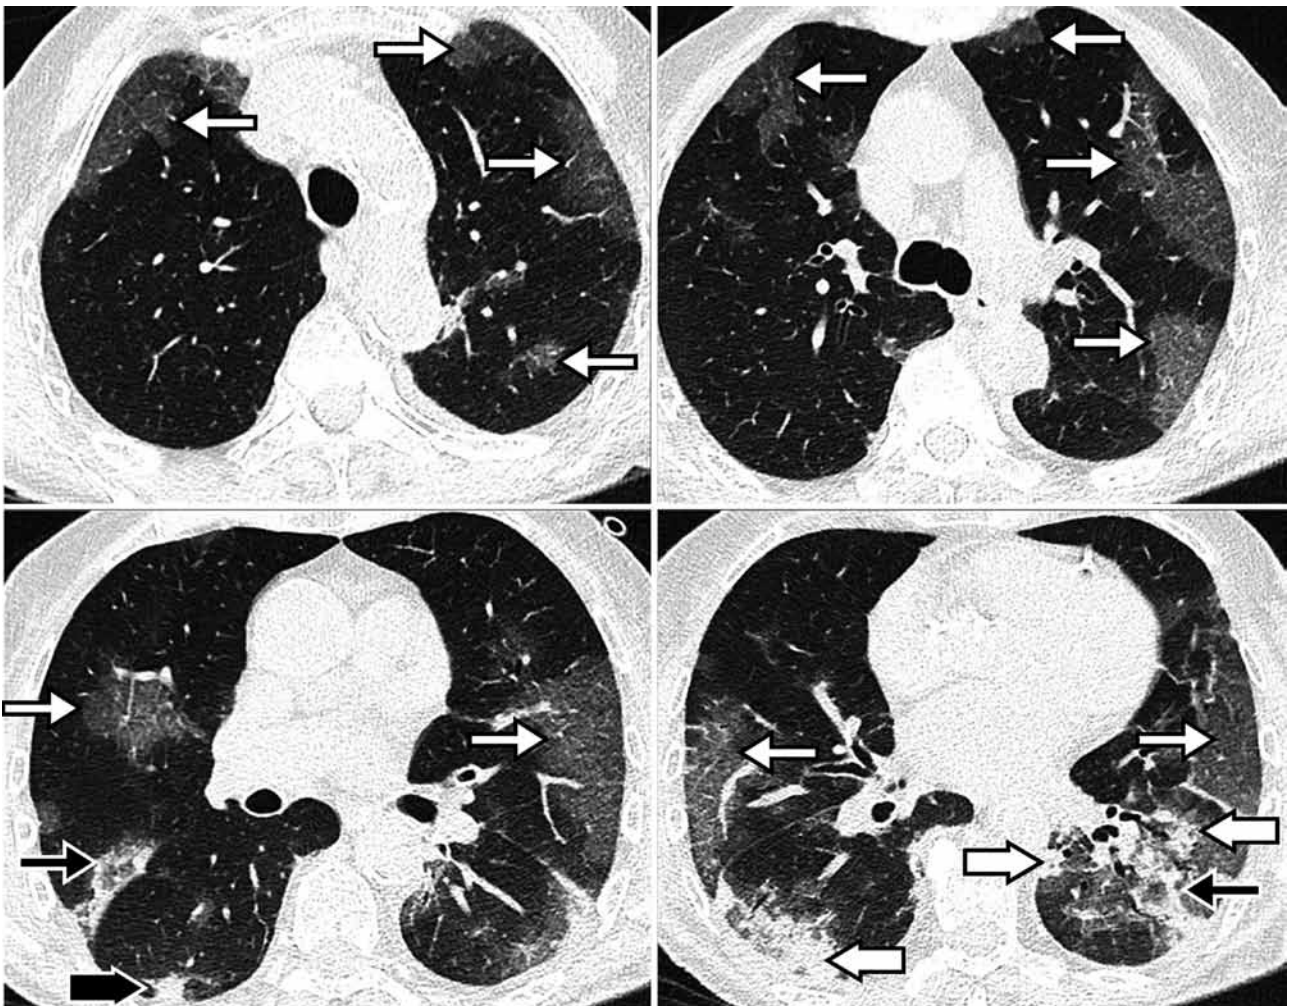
HRCT obrazy štádia rýchlej progresie. Zdroj: Jin, Y et al, Military Med Res 2020
